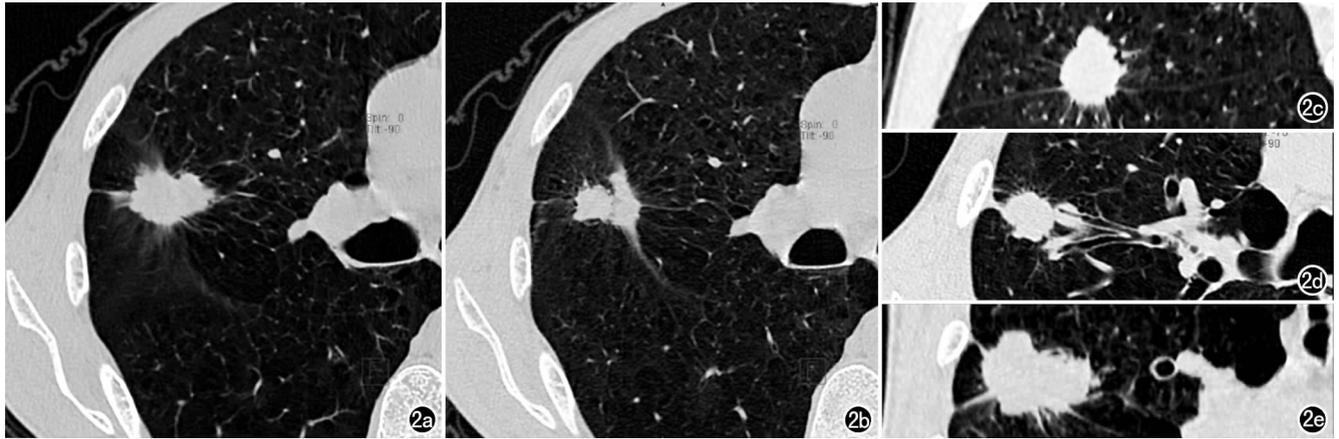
右上叶后段复合癌(大细胞癌+细支气管肺泡癌+低分化腺癌)。a) 结节中部轴面 CT 像, 示结节大小约为  $3.6 \text{ cm} \times 2.0 \text{ cm}$ , 具有放射状毛刺, 与水平裂关系密切; b) 结节下部轴面 CT 像, 示结节与水平裂关系密切, 具有放射状毛刺; c) MPR 示病变累及水平裂并向中叶侵犯; d) MPR 示胸膜凹陷, 2 支阳性支气管征; e) MPR 示胸膜凹陷征和胸膜切迹征(箭)。
